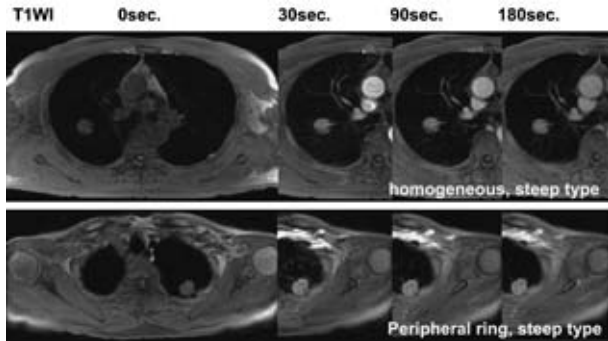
Dynamic MR imaging for patients were classified with the criteria of enhancement pattern and time-intensity curve.
